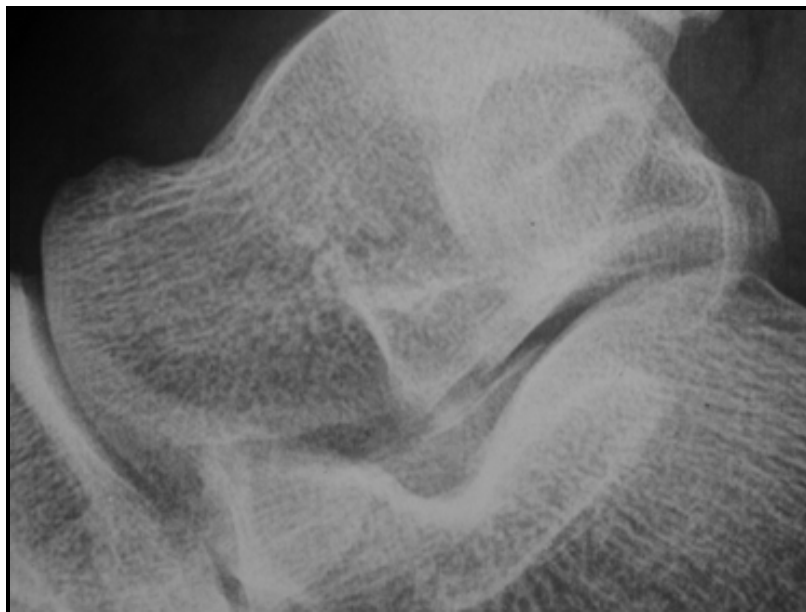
Radiographie standard montrant une Fracture du tubercule latéral.
